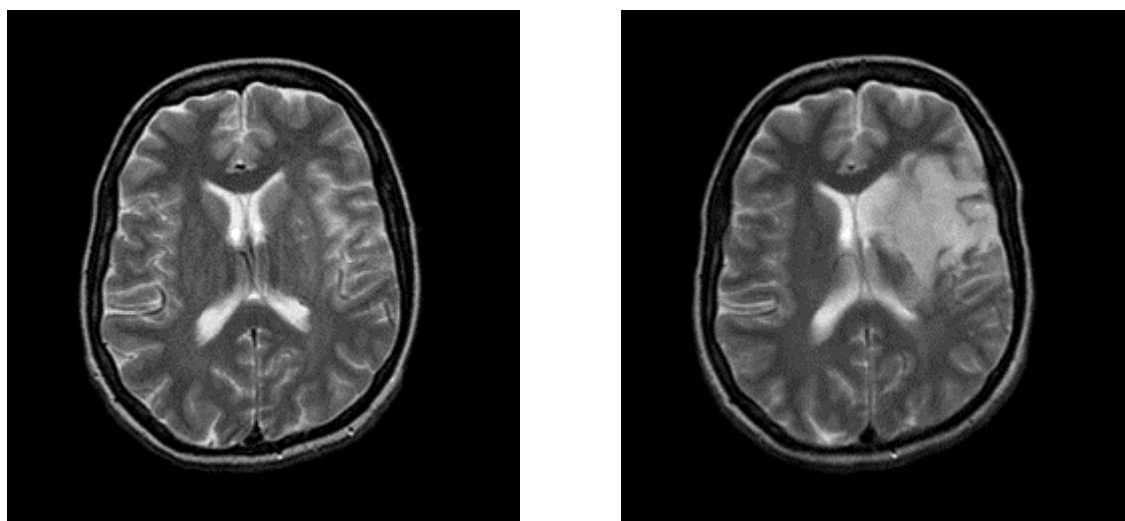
Links: T2-gewichtete Magnetresonanztomographie (MRT)-aufnahme einer 45jährigen Frau 8 Stunden nach Einsetzen eines fokalen neurologischen Defizits (rechtsseitige Hemiparese, Dysarthrie). Das von der A. cerebri media versorgte Gebiet der linken Hemisphäre zeigt zu diesem Zeitpunkt mit der verwendeten Aufnahmetechnik nur geringe Signalveränderungen. Rechts: Präsentation des akuten Gefäßverschlusses im Versorgungsgebiet der A. cerebri media 4 Tage nach Beginn der neurologischen Symptomatik mit deutlichen T2-Signalveränderungen in der linken Hemisphäre (aus: www.med.harvard.edu, 1998).
